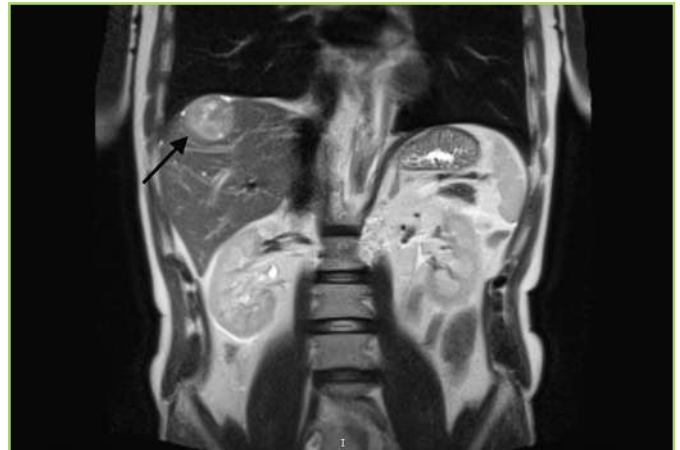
МРТ с контрастированием от 18.05.2024 г. Множественные очаги в печени, таргетный очаг в S8 печени [предоставлено авторами] / Contrast-enhanced magnetic resonance imaging dated May 18, 2024. Multiple lesions in the liver, target lesion in S8 of the liver [provided by the authors]
